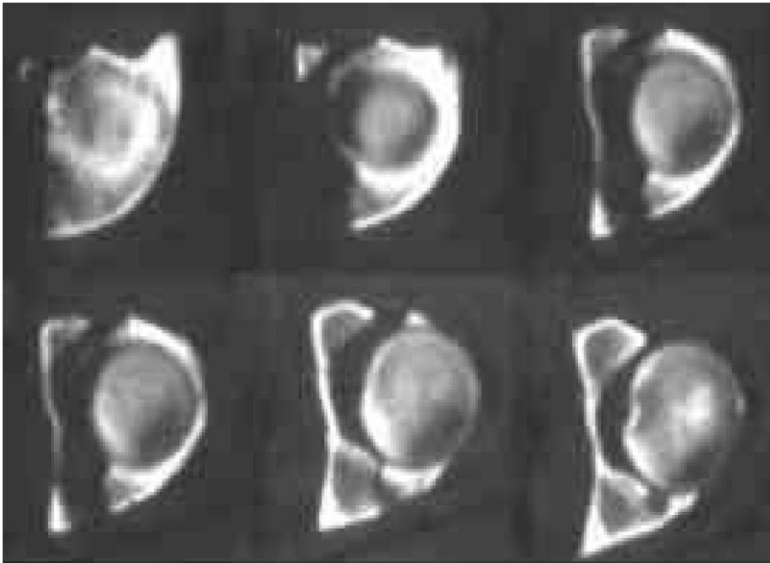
Examen TDM d'une fracture transversale du cotyle. [20]
